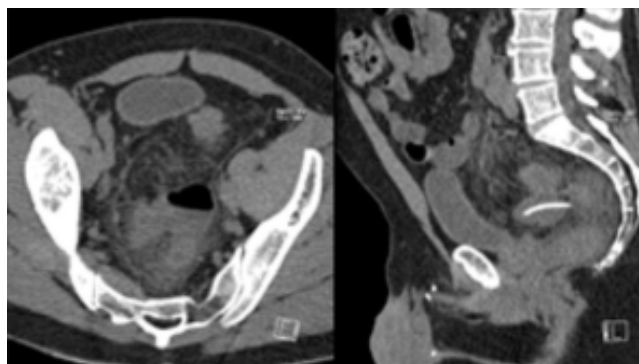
TC de abdomen en fase simple en cortes axial y sagital donde se observa formación de absceso perisigmoideo.
